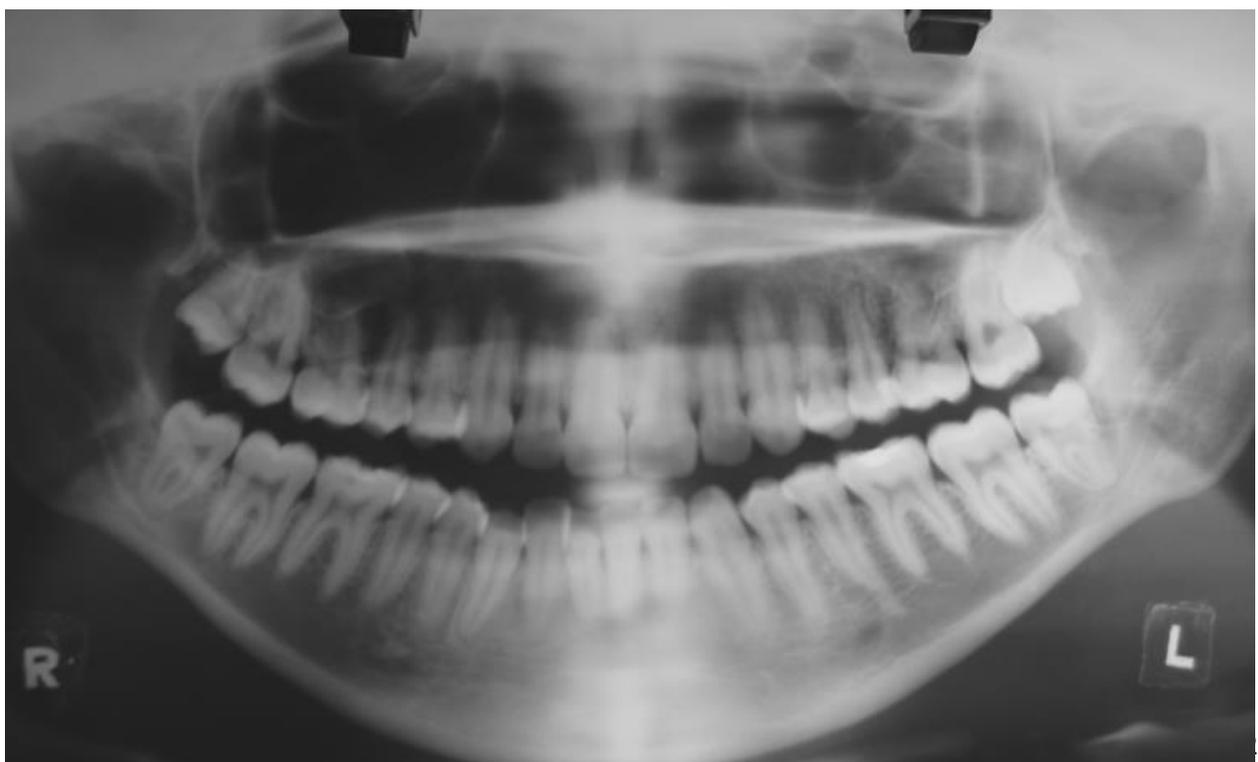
RADIOGRAFIA PANORAMICA ⁽⁹⁾
